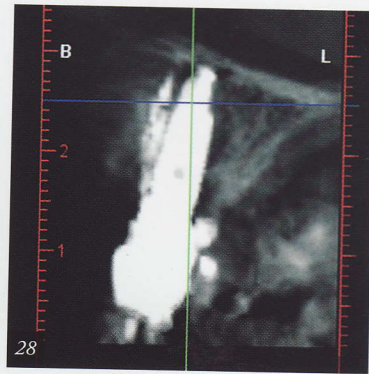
Tomografía de la pieza #21, un año después.
